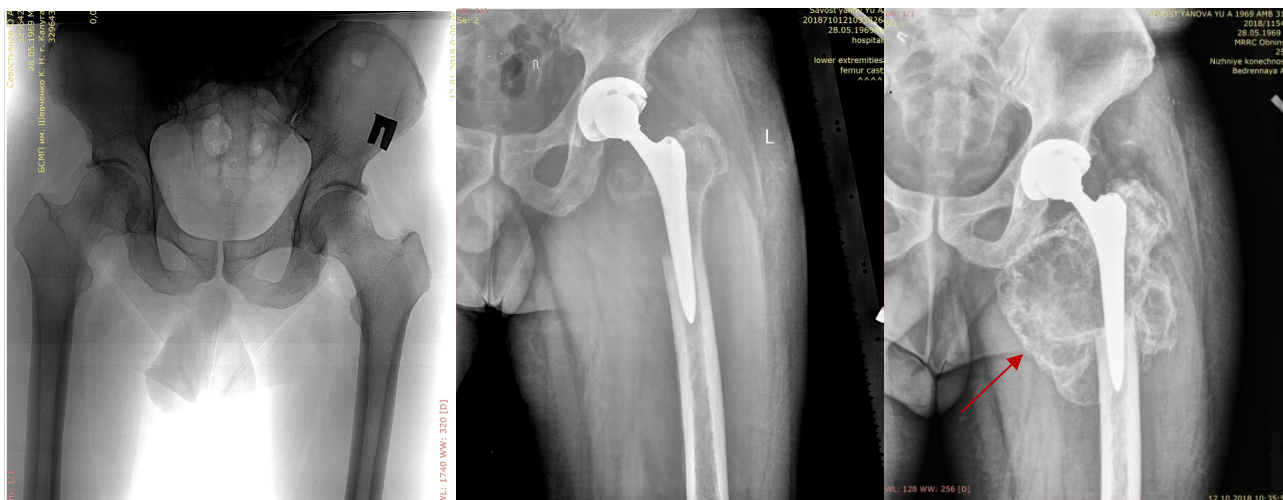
Рентгенограммы до и после хирургического лечения (ортопедическое эндопротезирование левого тазобедренного сустава) по месту жительства. Продолженный рост опухоли после хирургического лечения, проведенного по месту жительства
